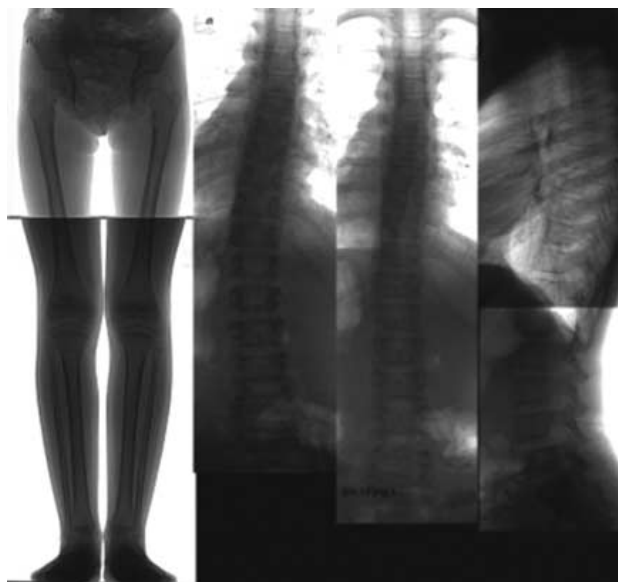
Цифровая рентгеноантропометрия.
